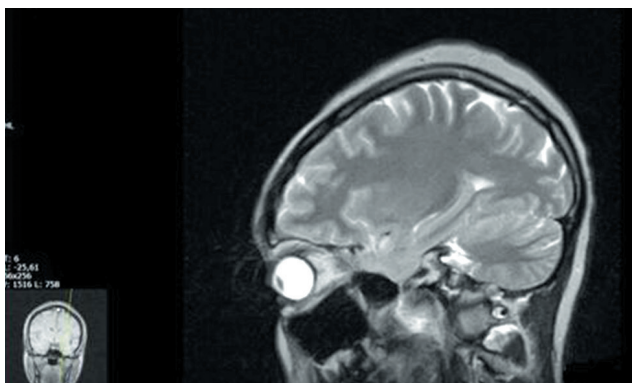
МРТ-картина головного мозга старшей сестры (описание в тексте)
